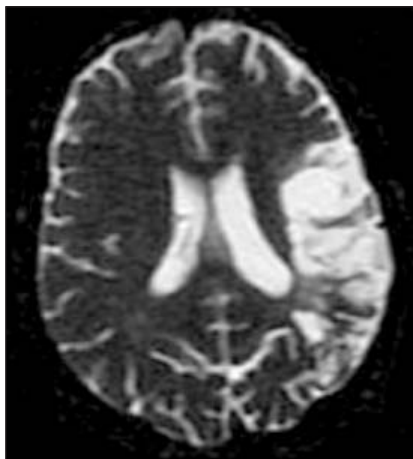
МРТ. Очаг инфаркта в бассейне левой средней мозговой артерии (СМА) у пациента с развитием симптоматической эпилепсии с ПП через 4 мес после инсульта
